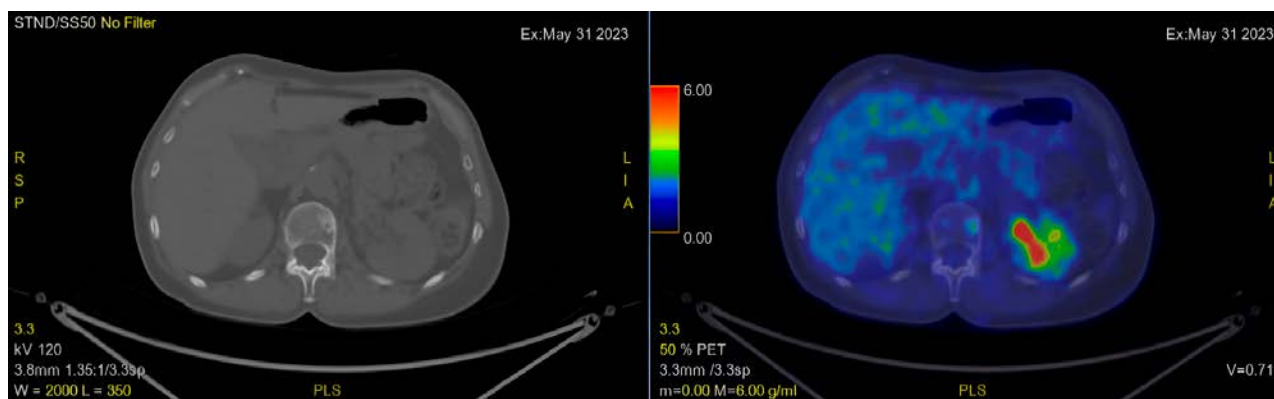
PET dopo XI ciclo di terapia con sacituzumab govitecan (maggio 2023).
